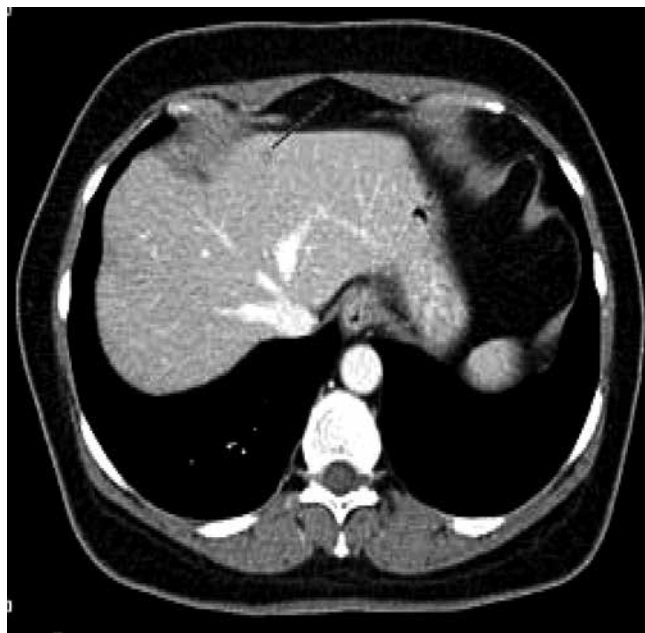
Пациентка Б.: срез КТ печени с контрастированием (метастазы в S2)
